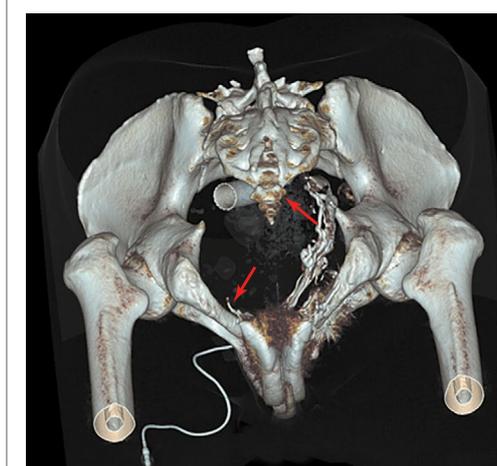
3D-реконструкция КТ-кавернозографии. Стрелками указаны значительный сброс контрастированной крови из кавернозных тел через венозный коллектор простатического сплетения в правую общую подвздошную вену (3–5-я минута после введения контрастного препарата).
